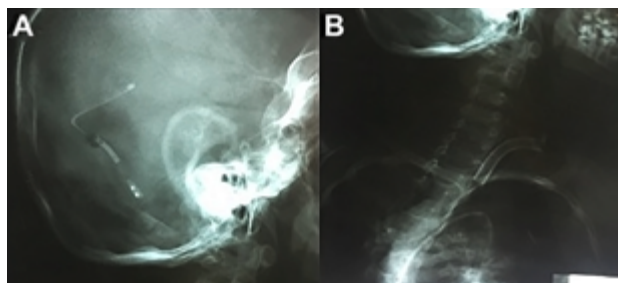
A) Radiografía cráneo perfil donde se observa el catéter ventricular y la válvula, pero no se observa el catéter distal. B) Radiografía cervical y tórax frente donde se evidencia catéter distal migrado a cavidad cardíaca.
